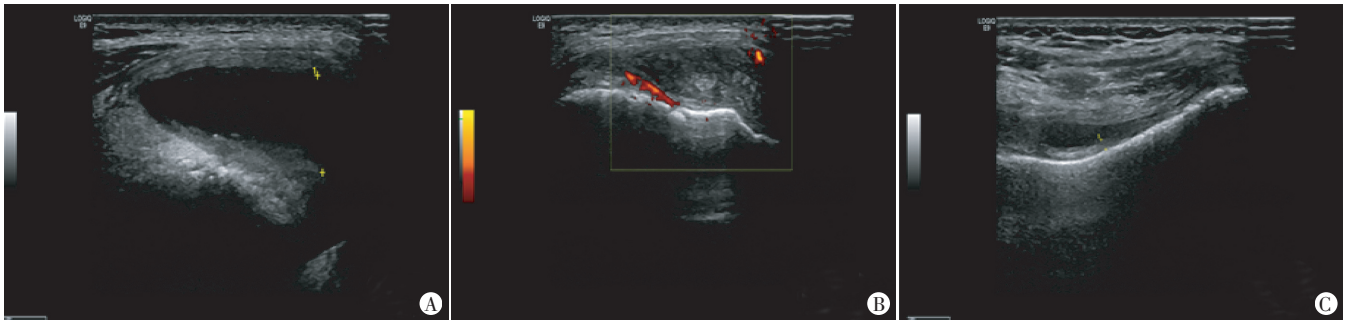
同一A型血友病患者膝关节超声图像,左膝关节HEAD-US-C评分11分
